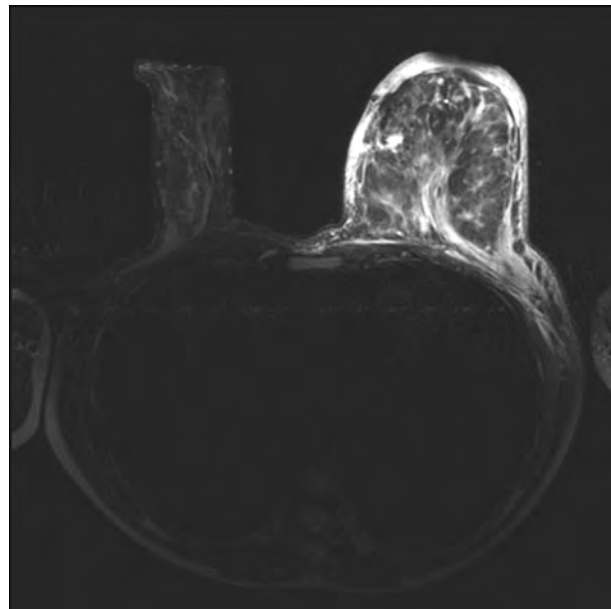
Данные МРТ-исследования в режиме T_2 -TSE-Fat, аксиальная проекция. На фоне постоперационных изменений и после ИОЛТ однократной дозой 10 Гр (24,8 изоГр) имеется выраженный отек тканей оставшейся левой молочной железы
